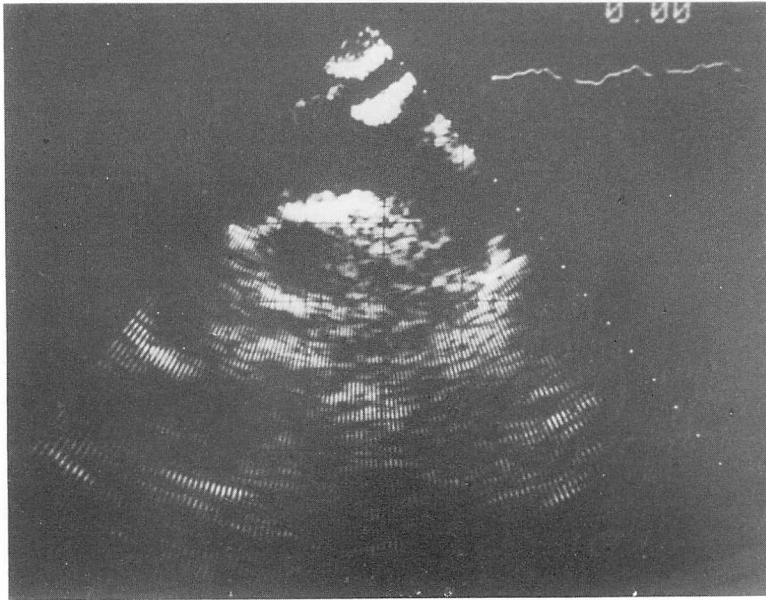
Suprasternal two-dimensional echocardiogram recorded 2 days after the onset of illness in Case 1.
